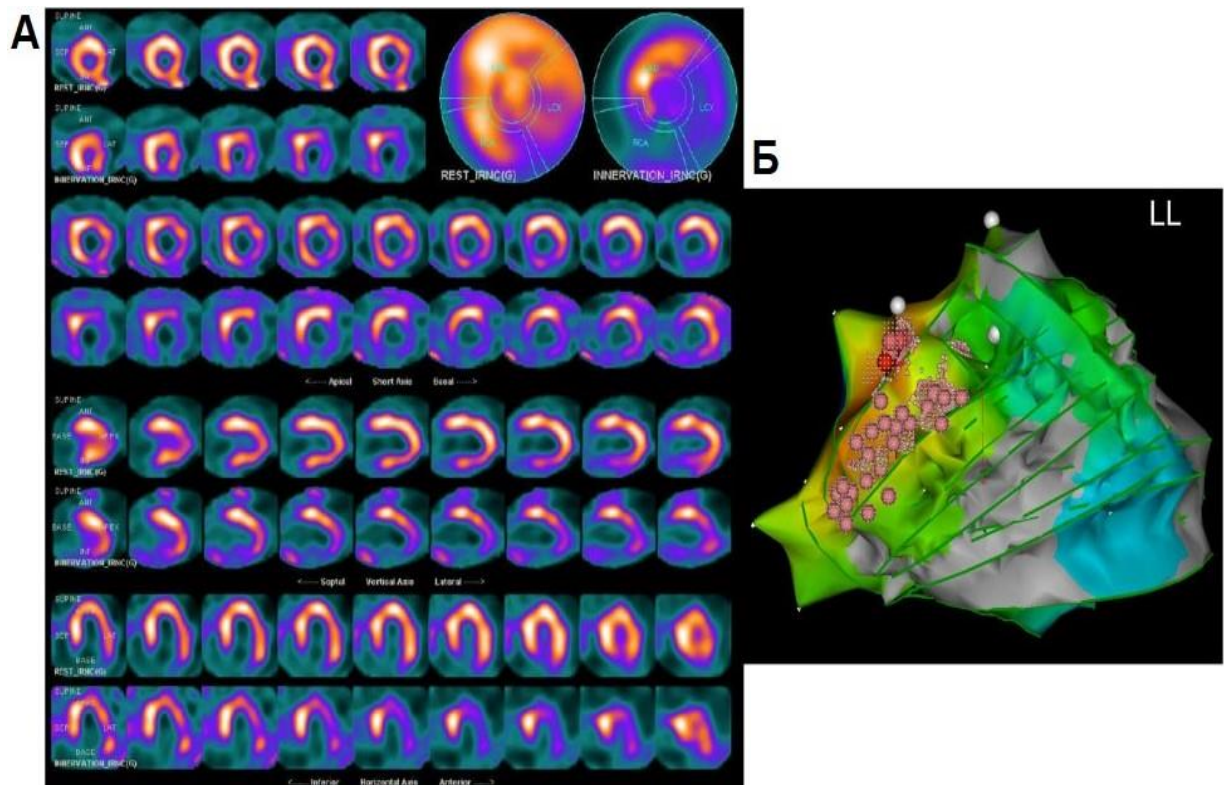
Пацієнтка – 62-річна жінка з ідіопатичною ДКМП та анамнезом шлуночкових аритмій з повторними епізодами ШТ. А. Зображення перфузії міокарда за даними сцинтиграфії демонструють гомогенну перфузію всього ЛШ за винятком мінімального зниження перфузії в проксимальній ділянці нижньої стінки (SRS 1, недостовірне). Зображення іннервації (нижні рядки) виявляють екстенсивну область денервації із залученням бокової та нижньої стінок (SS-MIBG 17) з чіткою невідповідністю іннервації до перфузії. Б. Електрофізіологічне дослідження виявило локуси походження аритмії на рівні нижньої та задньо-бокової стінок ЛШ.
